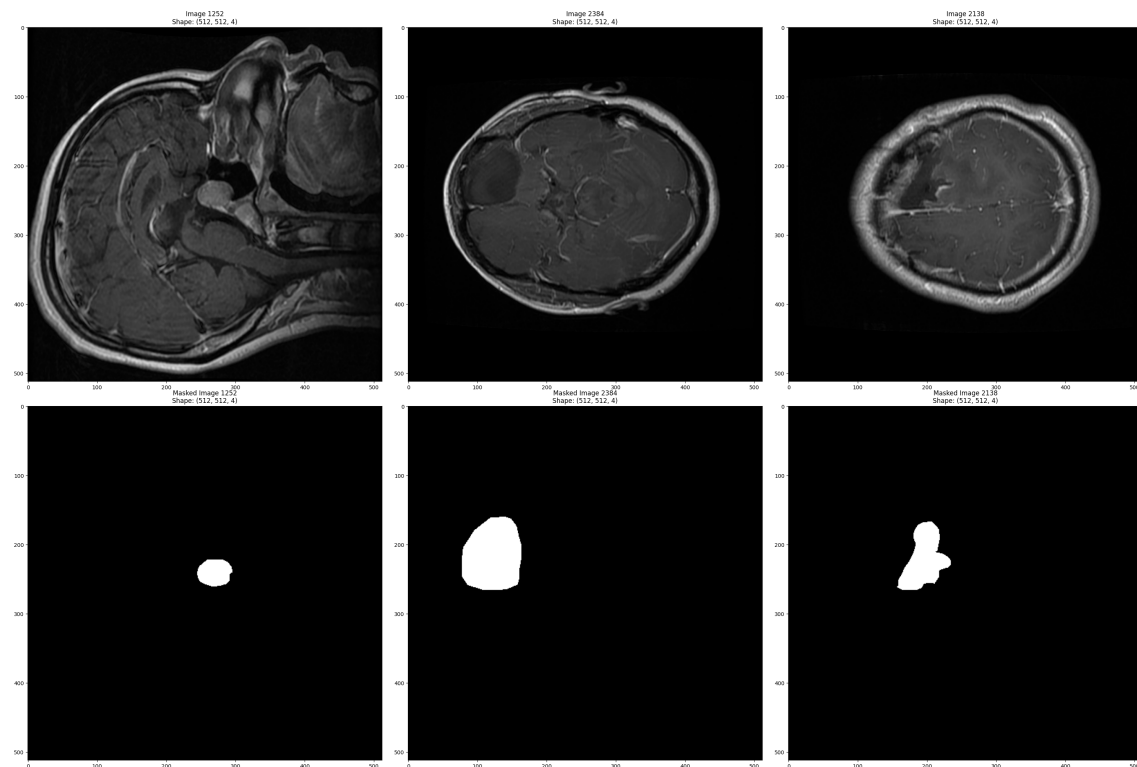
Ejemplo de 3 imágenes IRM con las máscaras de los tumores.
